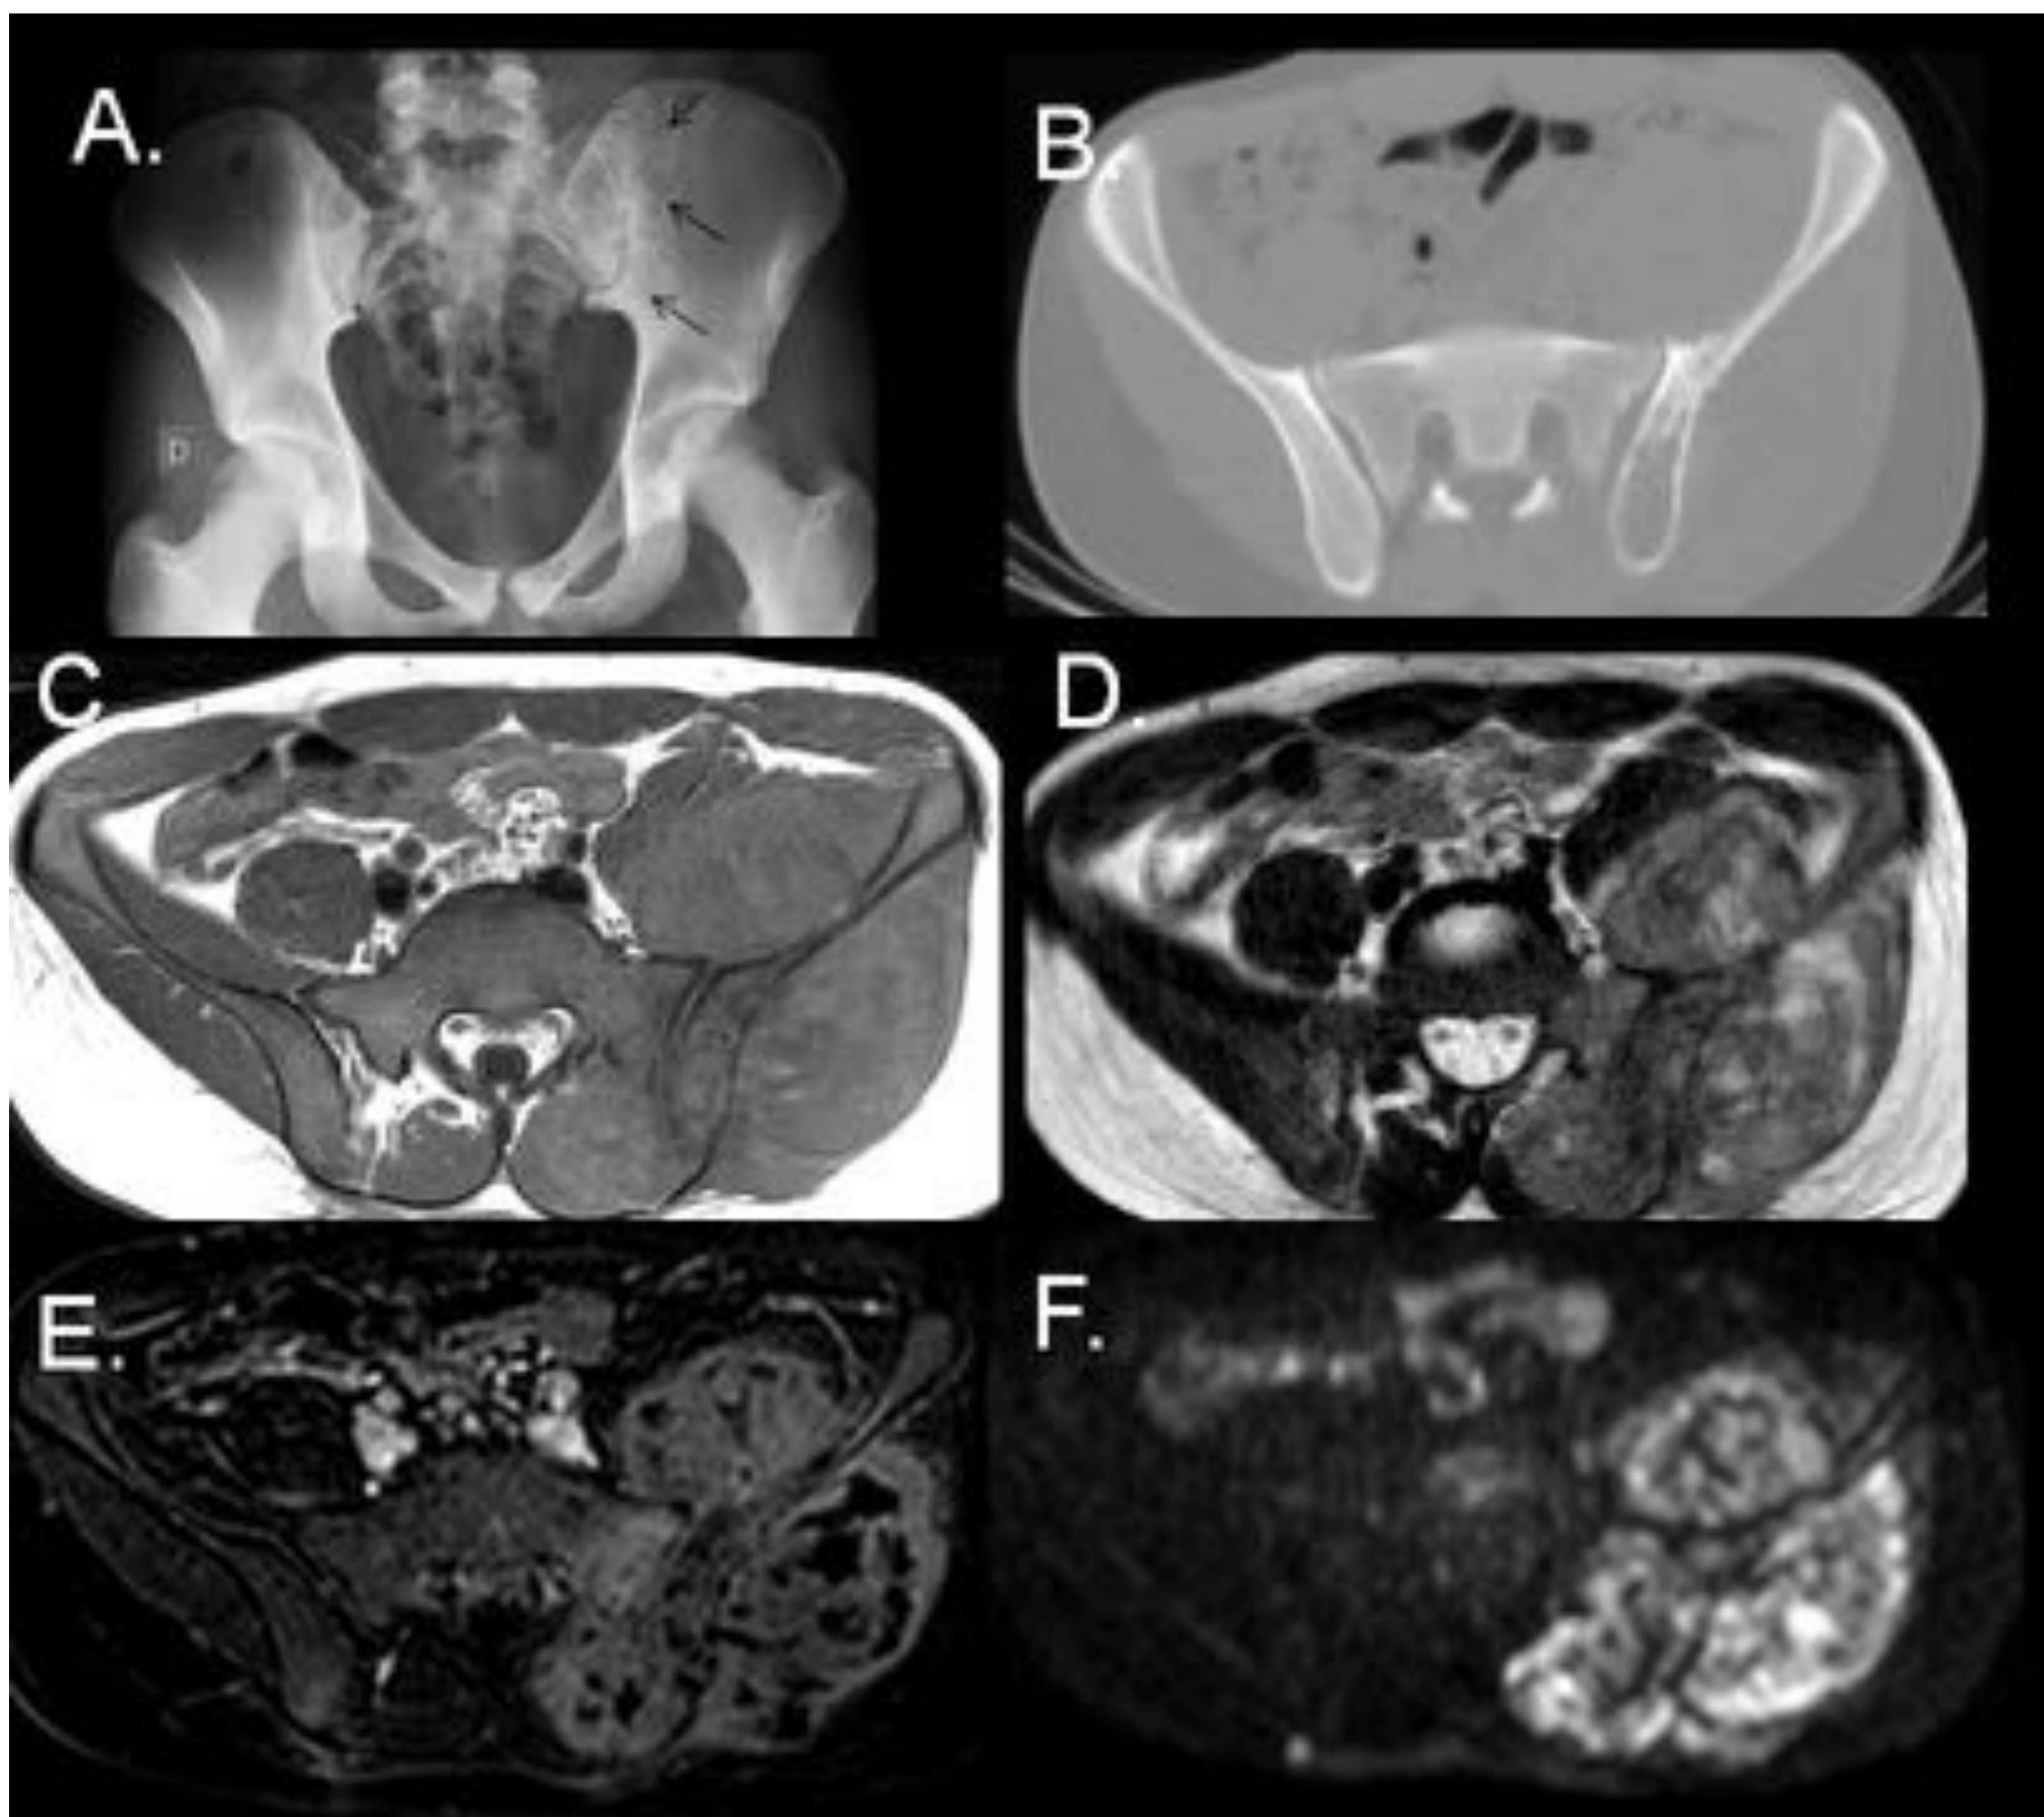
Sarcoma de Ewing. Radiografía de pelvis AP (A), corte axial de TC de pelvis con ventana ósea (B), RM secuencia axial T1 (C), secuencia axial T2 (D) secuencia axial T1 fatsat con contraste iv (E) y difusión (F). Varón de 17 años que consulta por dolor lumbar izquierdo desde hace 4 meses y aparición de un bulto a nivel glúteo izquierdo que aumenta de tamaño. En la radiografía de pelvis AP se aprecia una sutil disminución de la radiodensidad en la porción superior del iliaco izquierdo, en torno a la articulación sacroiliaca sugestiva de patrón apolillado. En el TC se comprueba la existencia de una extensa lesión lítica, poniendo de manifiesto la RM el gran componente de partes blandas. En la RM la lesión es isointensa en T1 y heterogénea en T2, con áreas iso e hiperintensas. En la secuencia T1 Fat-Sat con gadolinio se observa realce heterogéneo y difuso con áreas hiporealzantes compatibles necrosis en las partes blandas adyacentes (psoas-iliaco y musculatura glútea) junto a destrucción cortical.
